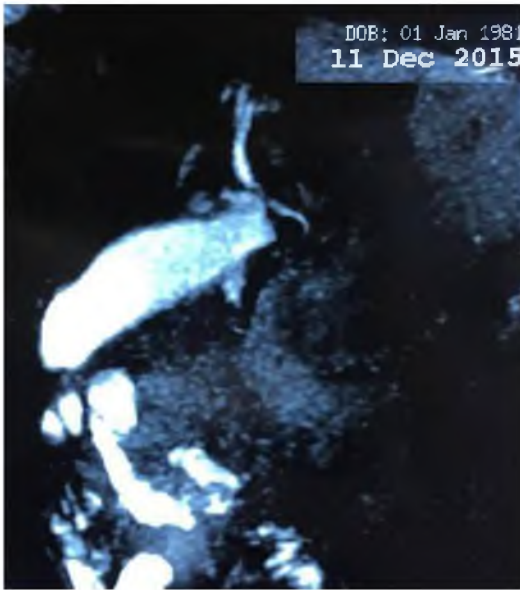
МРТ-холангиография больной Ц.
